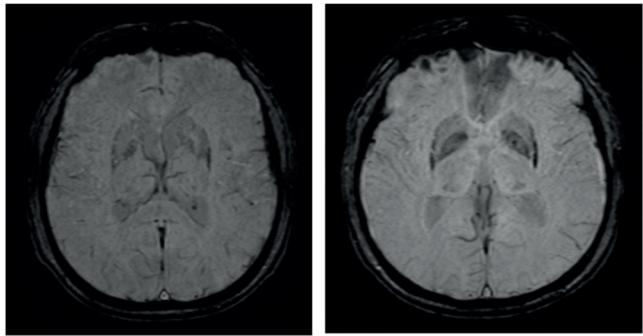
RM de crânio (cortes axiais, SWI) do dia 29/05/18 e 19/12/18 respectivamente. Atrofia de putâmen e hiperdepósito bilateral de metal ferro em porções pôstero-laterais de putâmen.
